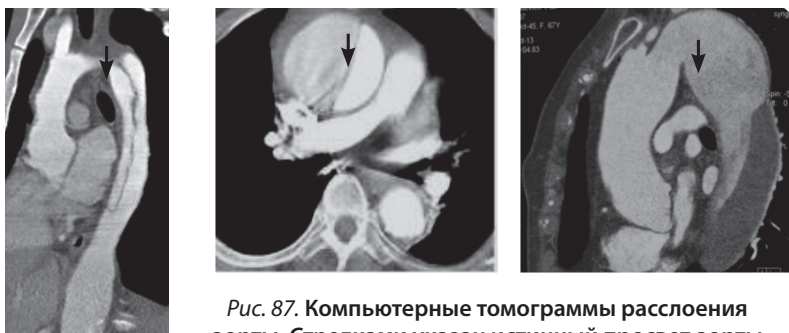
Компьютерные томограммы расслоения аорты. Стрелками указан истинный просвет аорты
